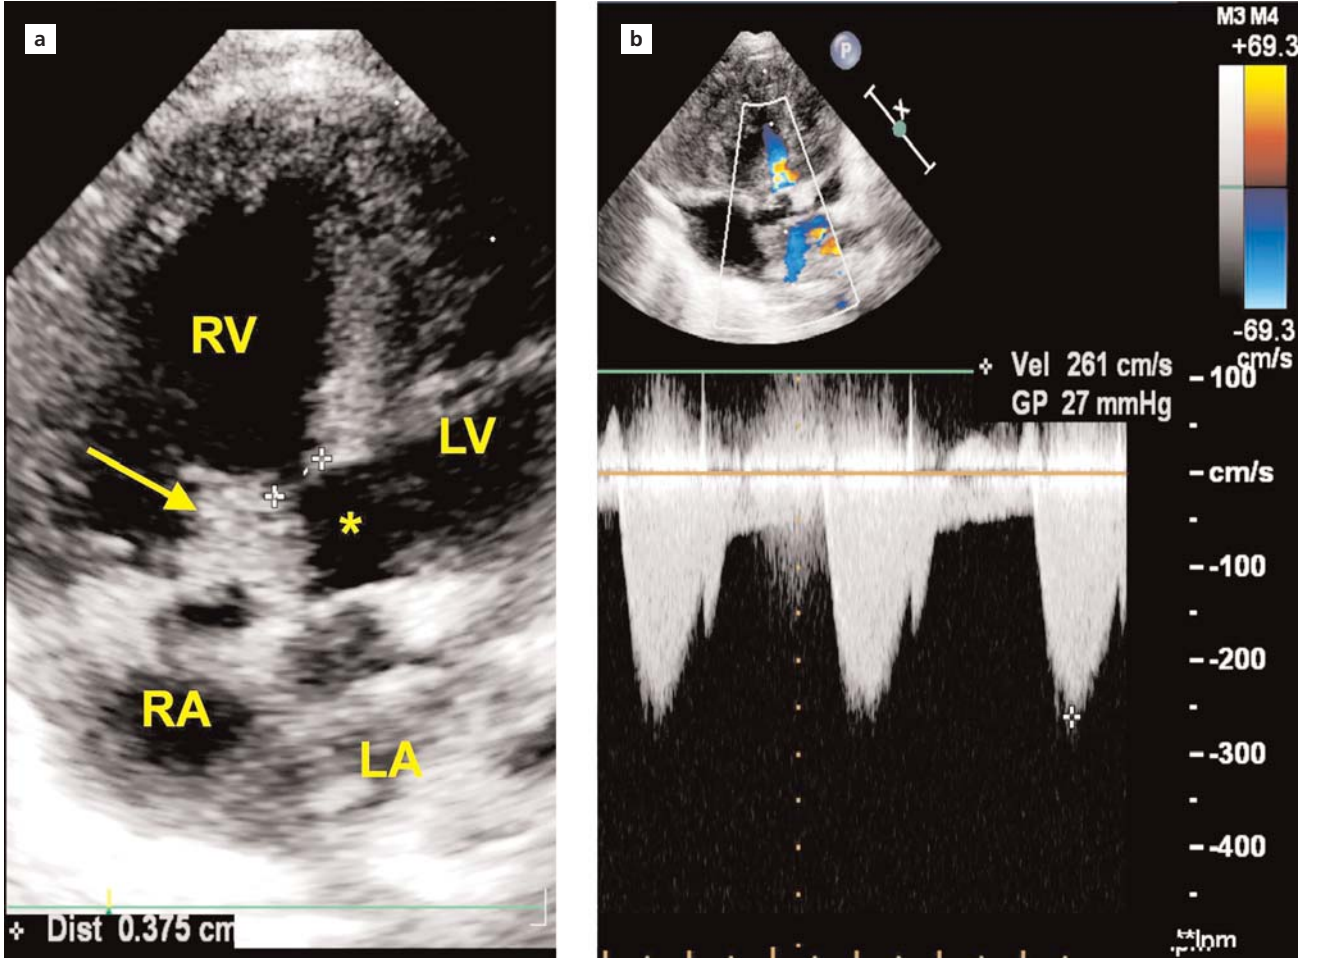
Prenatal ultrason. (a) B modunda ventriküler septal defekt (*) ve kalıntı triküspit kapak (ok) ile birlikte sağ ventriküler çıkış yolu. (b) Dört odacık görünümünde ventriküler septal defekt üzerinden renkli Doppler akışı. LA: Sol atrium; LV: Sol ventrikül; RA: Sağ atrium; RV: Sağ ventrikül.
